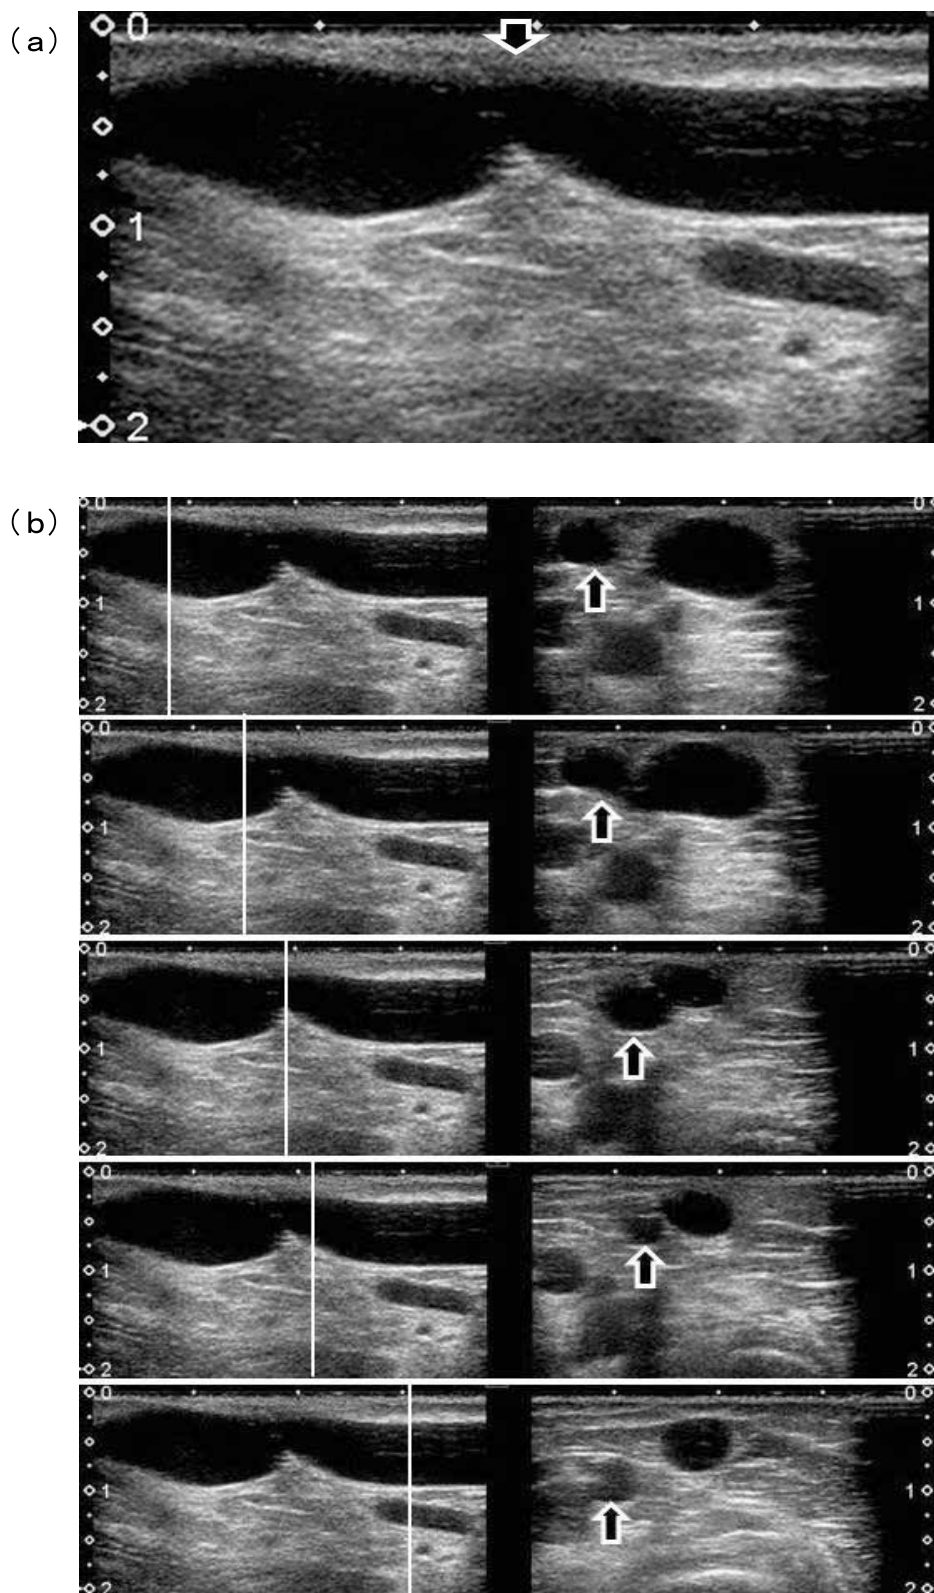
穿刺カニューラがスムーズに刺入出来なかった症例1のVA超音波断層像
